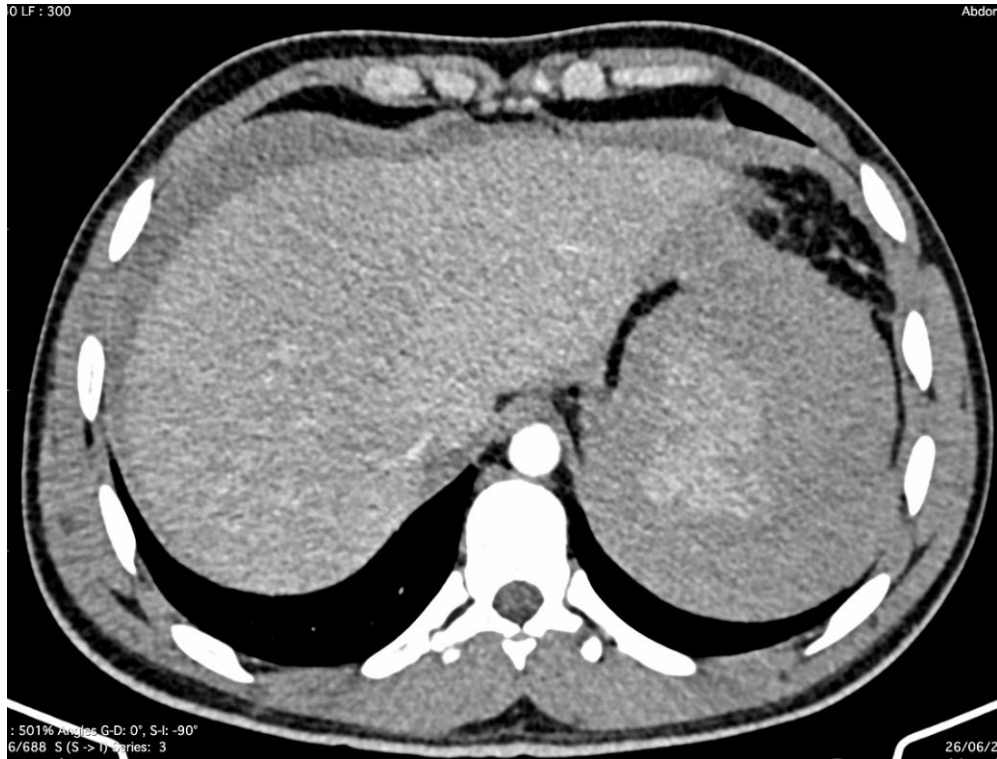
TDM abdominale en coupe axiale au temps artériel montrant un éclatement de la rate avec un volumineux hématome péri splénique compressif et un hémopéritoine au niveau de la gouttière pariéto-colique gauche et en pré hématique classé Grade V de l'AAST.
